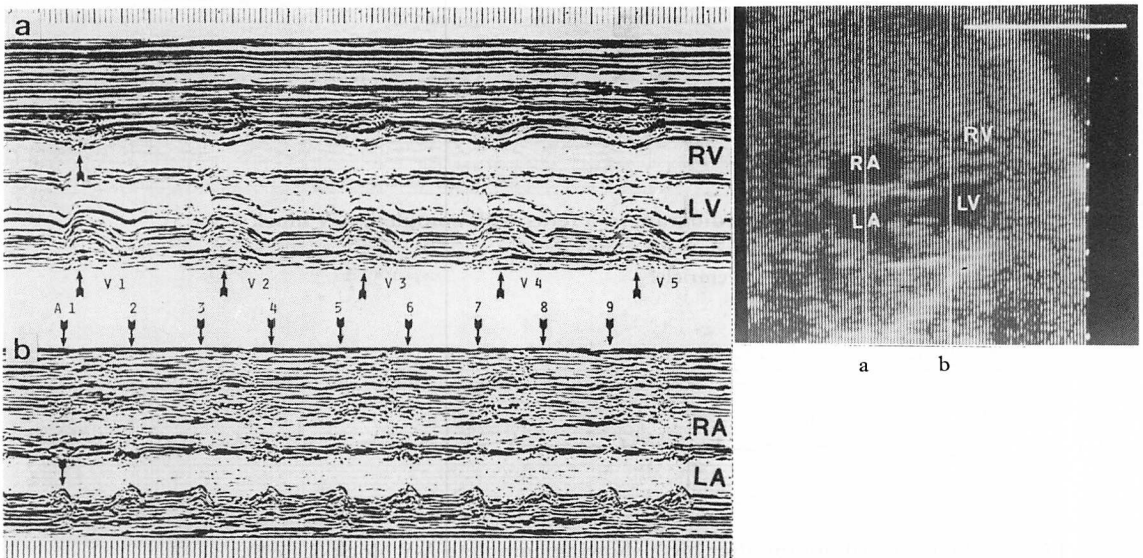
The dual M-mode echocardiogram in a fetus with 2:1 A-V block (Case 2) (left) and the two-dimensional echocardiogram in the four-chamber view demonstrating the ultrasonic beam directions of the dual M-mode echocardiograms from the same fetus (a, b) (right).
